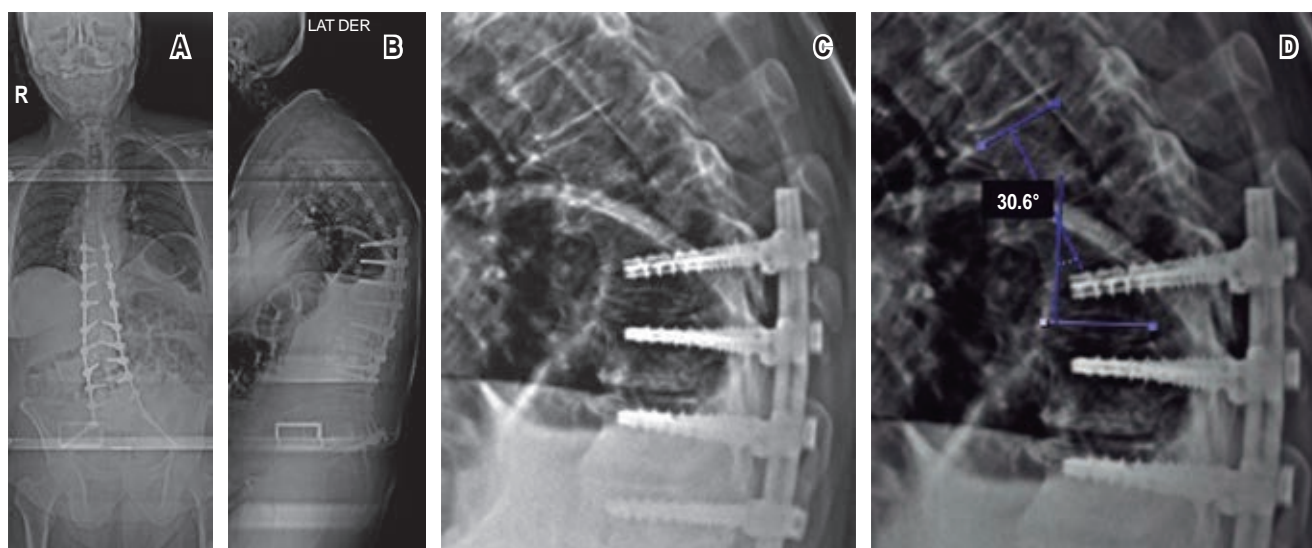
Six weeks post-operative X-ray control. A) Coronal adequate correction. B) Kyphosis cephalad to the upper instrumented vertebra. C and D) Evidence of fracture of T9, with a regional kyphosis angle of 30.6°.
